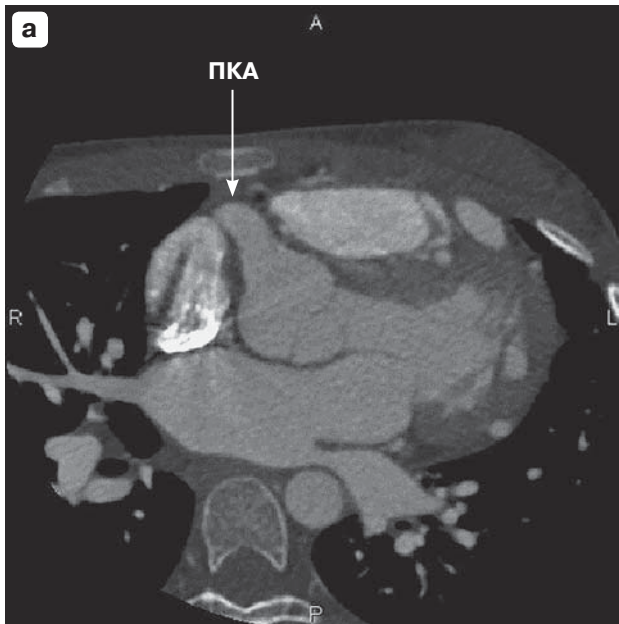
Аксиальные КТ-ангиограммы на уровне отхождения КА. а – нормально расположенное устье ПКА на уровне правого синуса Вальсальвы (стрелка); б – anomальное отхождение ЛКА от СЛА (стрелка).
